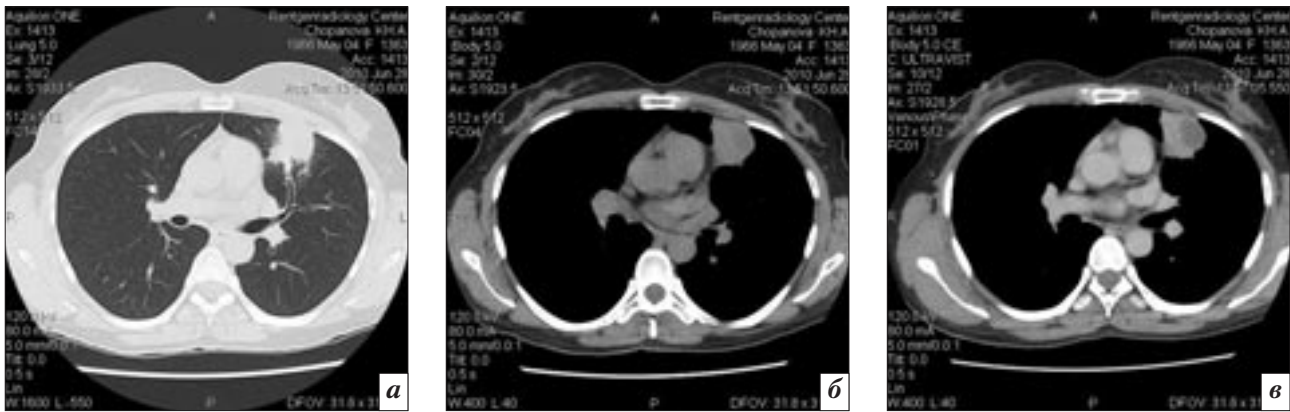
«Шаровидная» пневмония верхней доли левого легкого: *а* – МСКТ в легочном режиме; *б* – мягкотканый режим – гетерогенные денситометрические показатели в центре очага – 12 HU, по периферии – 28 HU; *в* – МСКТ с болюсным усилением – денситометрические показатели в центре не изменились (абсцесс), по периферии увеличились на 9 HU.
